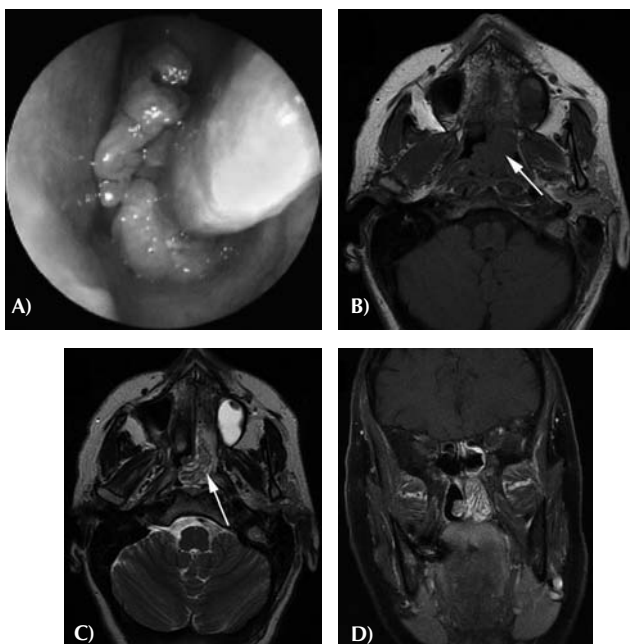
Vue endoscopique (A) et IRM du massif facial, sans et avec injection de gadolinium, d'un papillome inversé (B-D). B) Coupe axiale en séquence T1 : lésion iso-intense par rapport aux muscles, occupant la totalité de la fosse nasale gauche jusqu'au cavum (flèche blanche) et débordant vers la choane droite. Comblement du sinus maxillaire gauche en hyposignal, correspondant à une rétention vieillie. C) Coupe axiale en séquence T2 : la lésion est hétérogène d'aspect cérébriforme (flèche blanche), très évocatrice d'un papillome inversé. On peut noter l'hypersignal rétionnel au niveau du sinus maxillaire gauche. D) Coupe coronale en séquence T1 avec saturation du signal de la graisse et injection de gadolinium : on note le rehaussement hétérogène cérébriforme de la masse développée aux dépens de la fosse nasale gauche.
